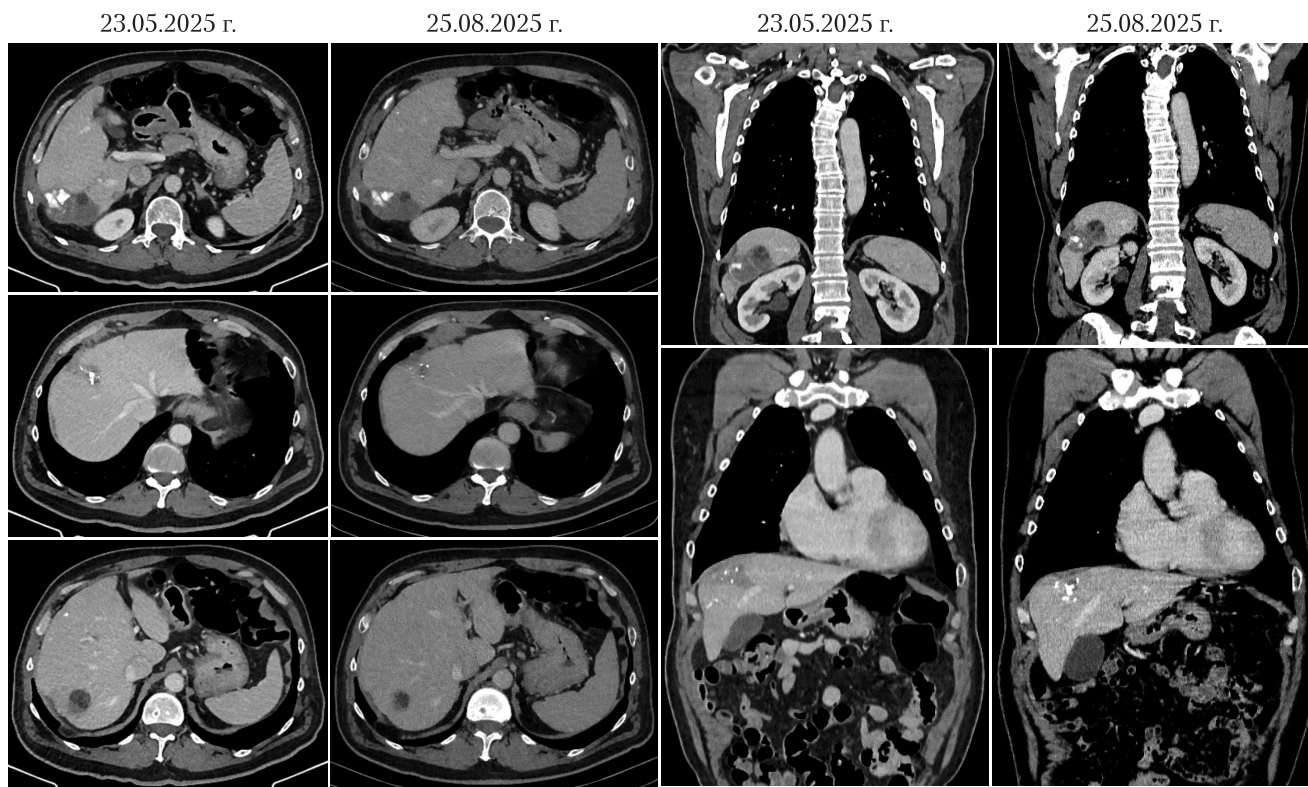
Компьютерные томограммы пациента С. от 23.05.2025 и 25.08.2025 г.
